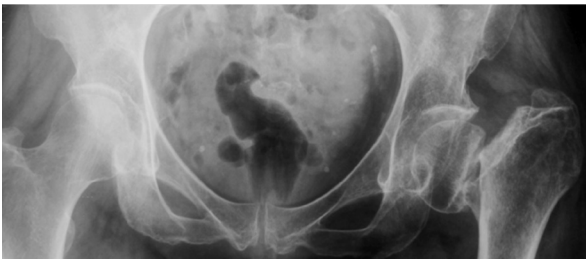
Рентгенограмма таза в прямой проекции пациентки Б., 61 год, до лечения
